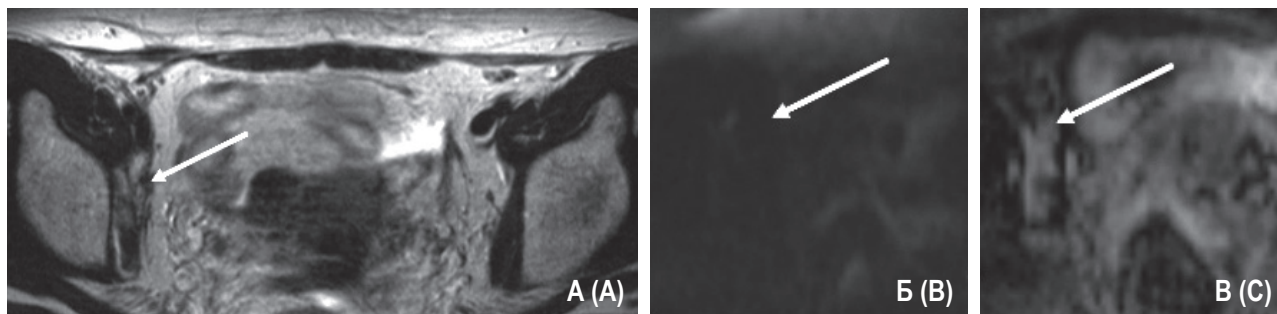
МР-изображение пациентки через 28 мес. после окончания ПХТ (15.03.2022), T2-ВИ, ак (А) и DWI (Б) с построением ADC-карты (В)
